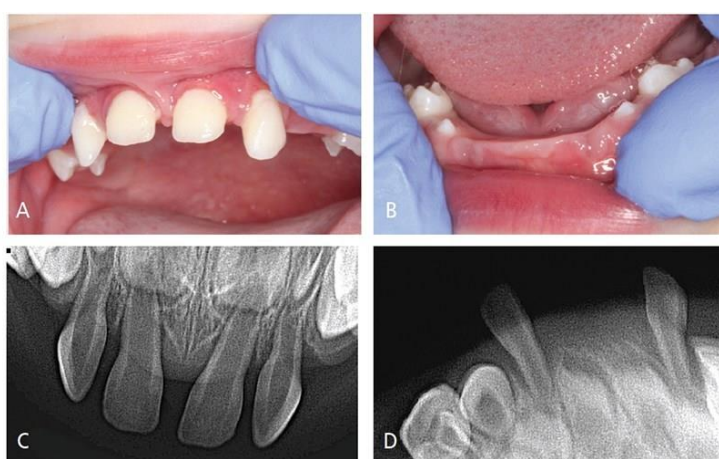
patient âgé de 19 mois présentant une atteinte du support parodontal associée à des mobilités des incisives lactéales maxillaires (A), leurs homologues mandibulaires ont été exfoliées précocément à 15 mois (B). L'alvéolyse associée est visible sur les radiographies rétro-alvéolaires (C et D) (56)
